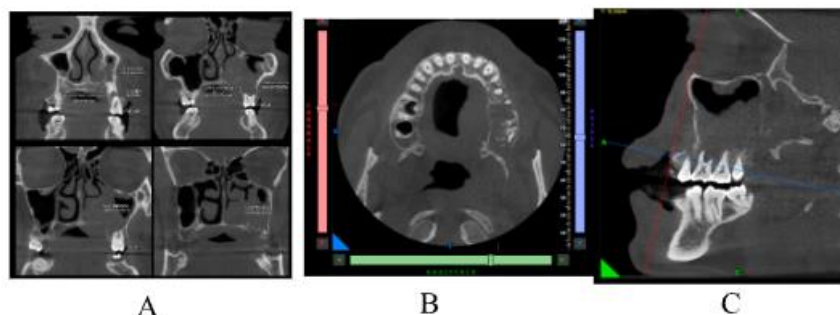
Tomografía computarizada Cone Beam, (A) corte coronal, (B) corte axial, (C) corte sagital. En dichos cortes se observa imagen compatible con la lesión de manera isodensa.
